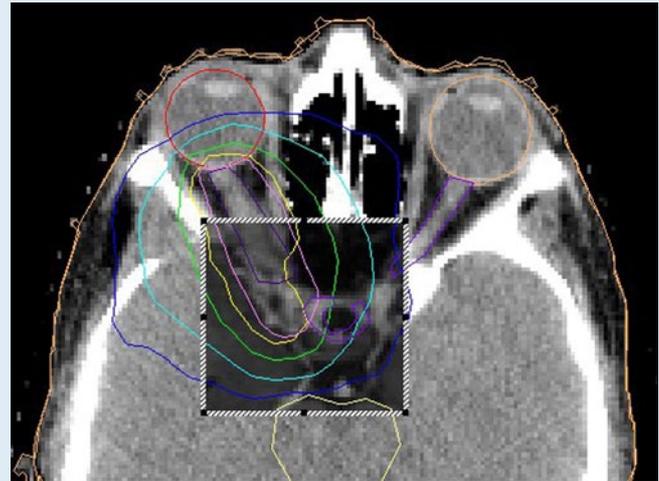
▲ Stereotaktisch fraktionierte Strahlentherapie eines Optikuscheidenmeningeoms mittels Photonen eines Linearbeschleunigers. Nach Koregistrierung von Bestrahlungsplanungs-CT und -MR wird der makroskopisch sichtbare Tumor markiert und ein Sicherheitsraum zugegeben (rosa). Die gelbe Linie entspricht der 95%-Isodose, d. h., das Volumen innerhalb dieser Linie erhält mindestens 95% der verschriebenen Dosis. Man erkennt den steilen Dosisabfall Richtung Linse und Hirnstamm
